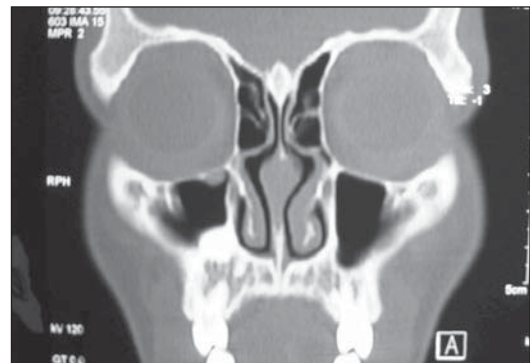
TC dos seios da face.
